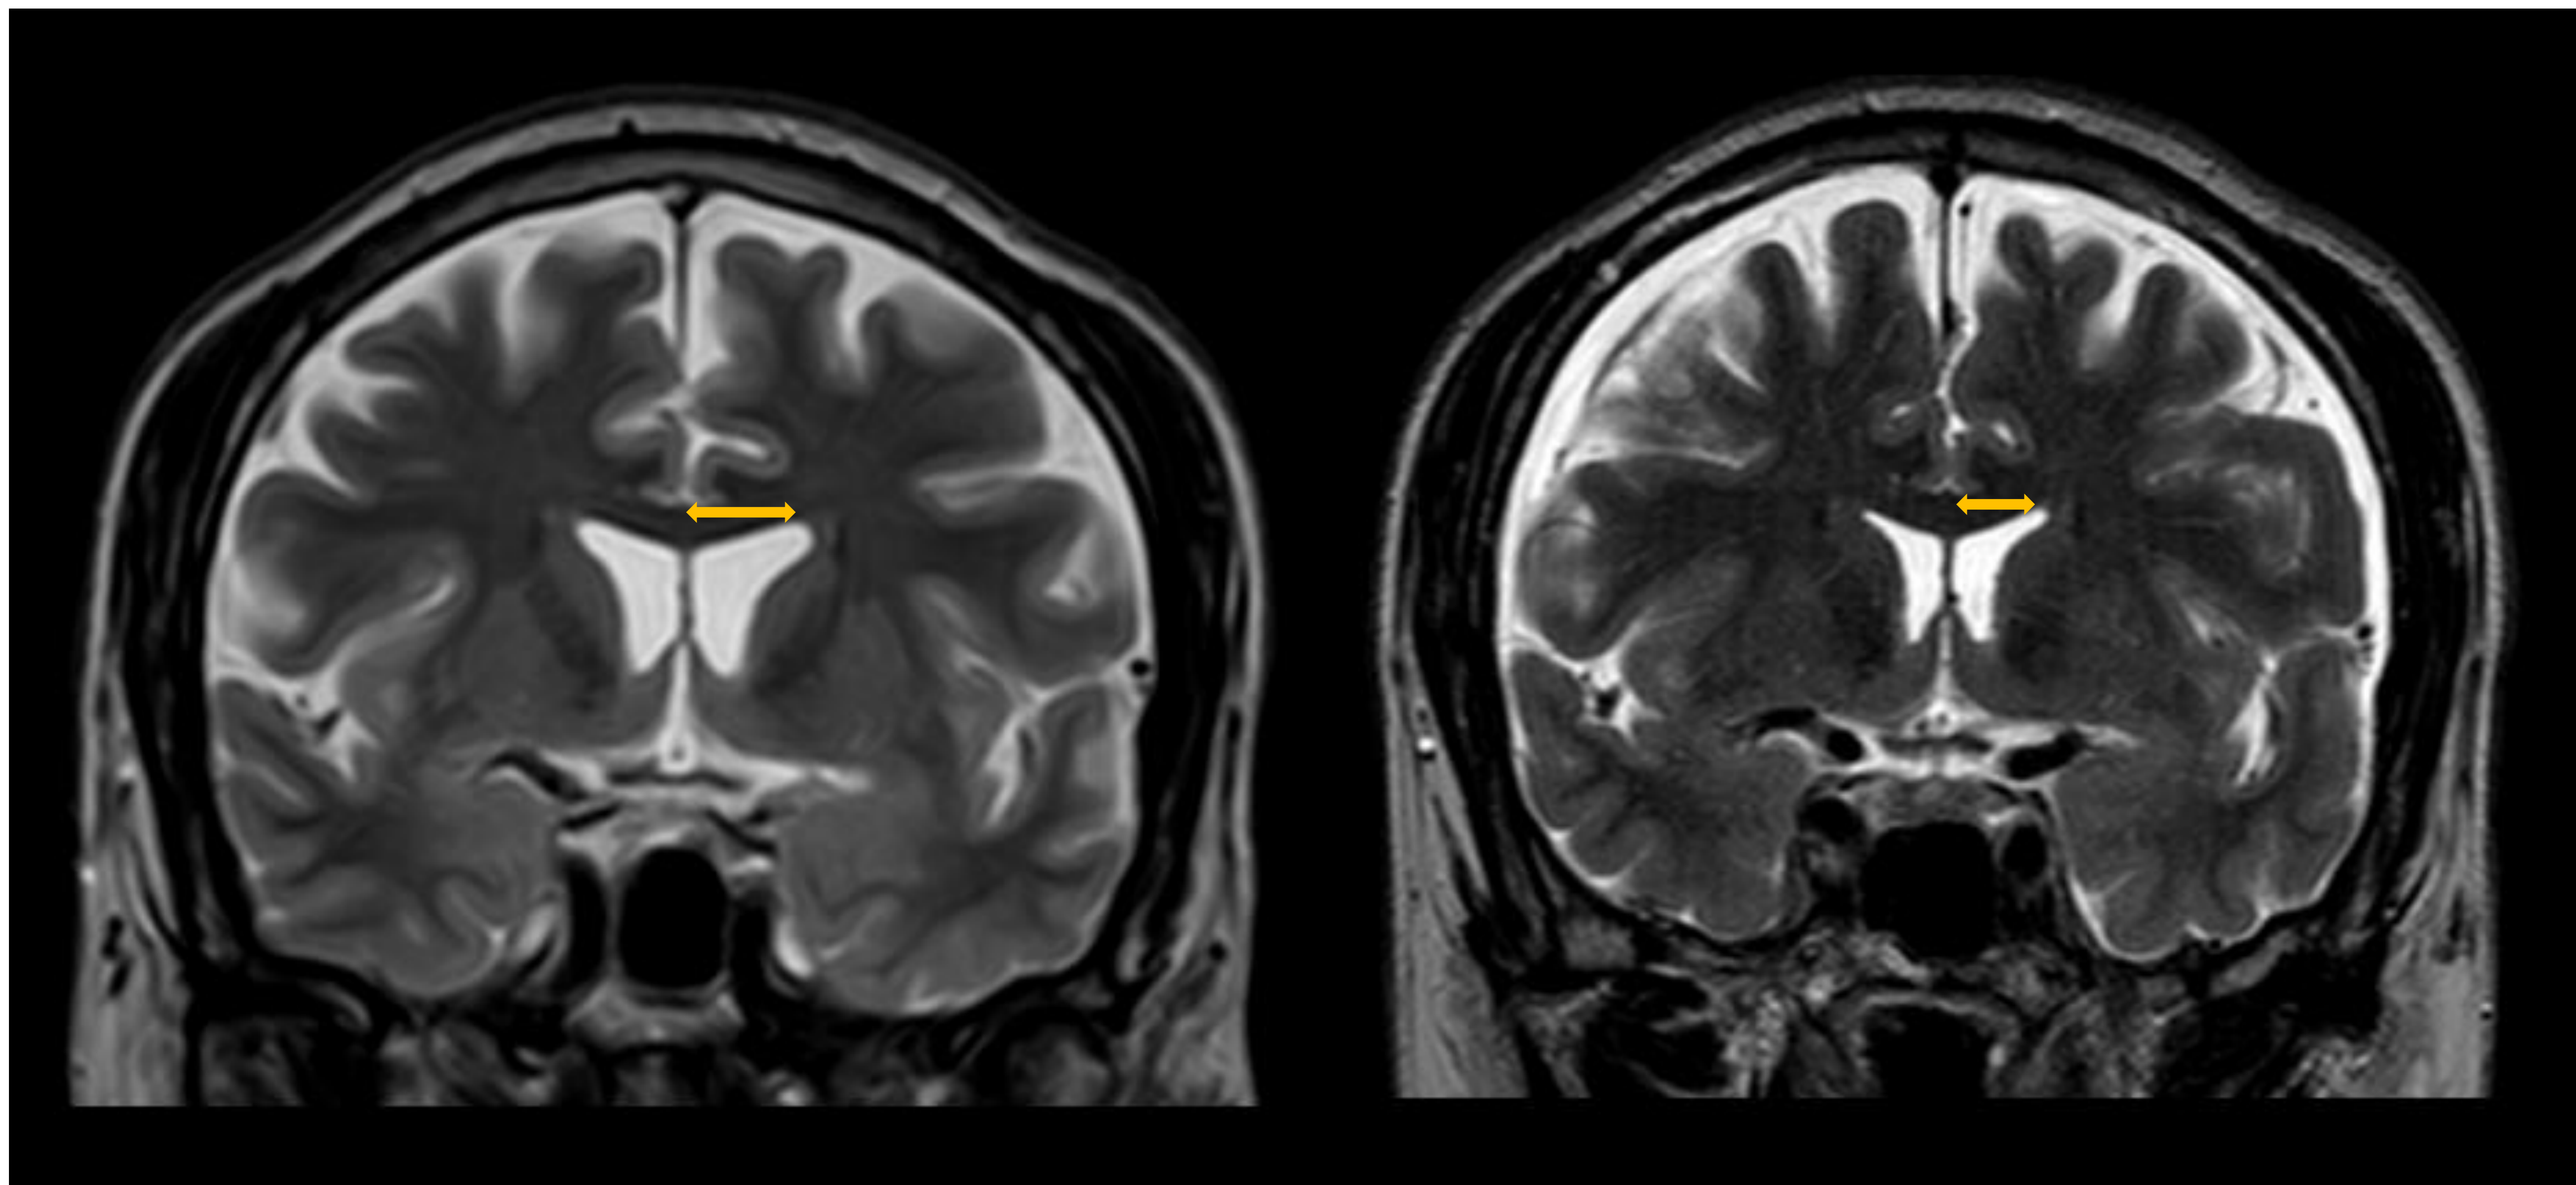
Las imágenes corresponden al mismo paciente, en las cuales se puede ver una disminución de calibre de los ventrículos laterales (imagen de la derecha) comparándola con RM realizada 1 año antes por otro motivo. En la imagen de la derecha podemos ver además otros signos de hipotensión intracraneal, como la presencia de higromas subdurales.
